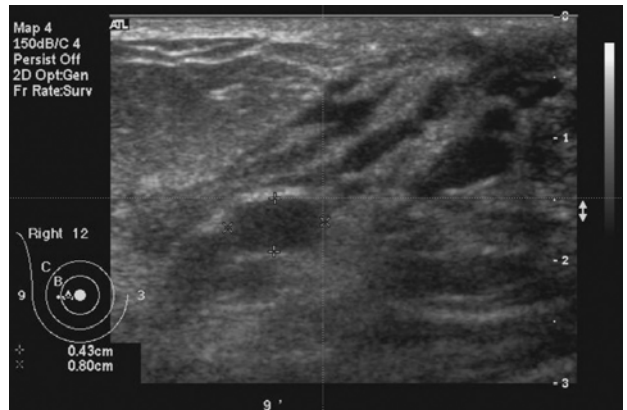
Ultrasonographic finding. An ovoid mass is shown in the subareolar area of the right nipple.
